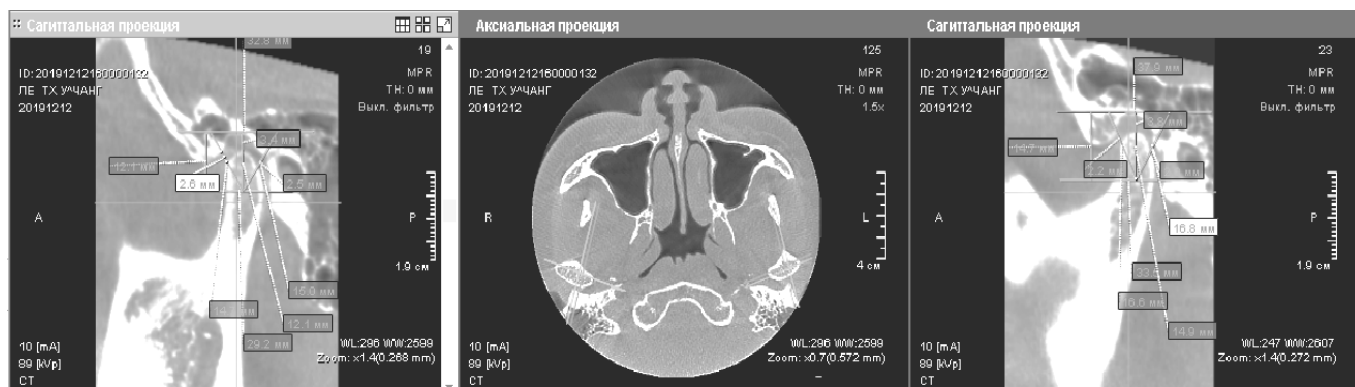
Трехмерный рентгеновский снимок височно-нижнечелюстного сустава с определением ширины суставной щели
